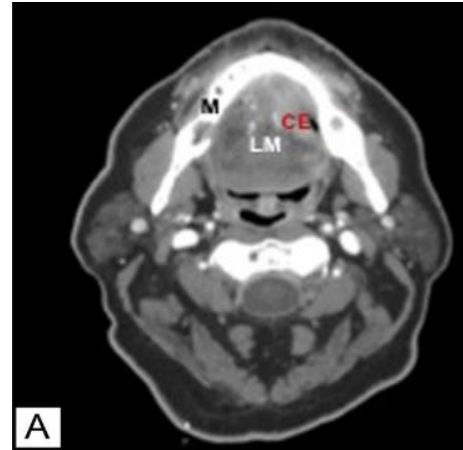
TDM en coupe axiale d'un carcinome épidermoïde pelvi-glosso-gingivale gauche
